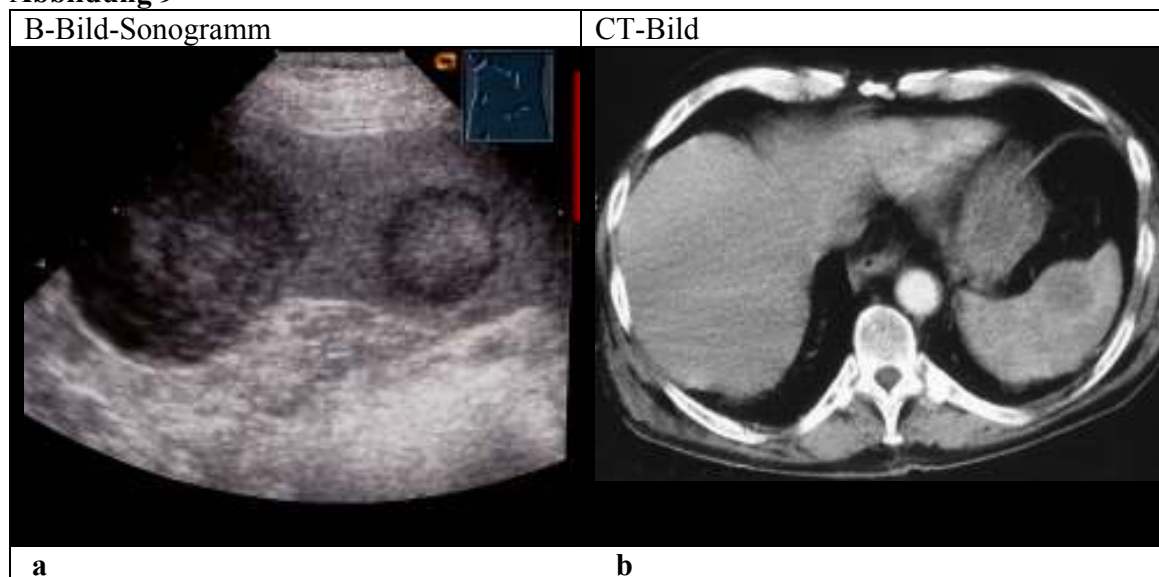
70,4-jähriger Patient (Idf. Nr. 32) mit Bronchialkarzinom (niedrig differenziertes, basaloïdes Plattenepithelkarzinom). Im weiteren Tumorstaging mittels CT konnten die sonographisch darstellbaren Metastasen verifiziert werden.
